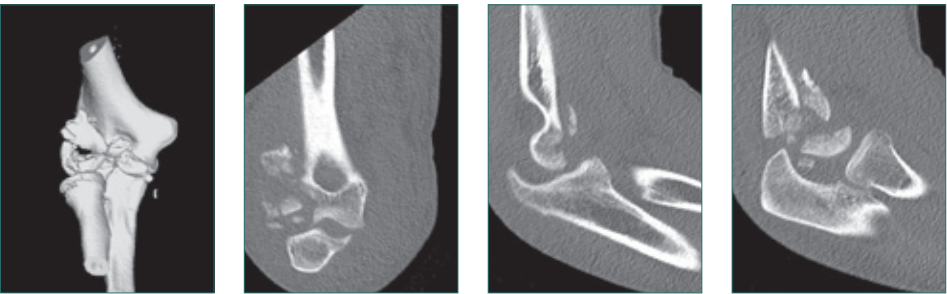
a-d CT der gleichen Fraktur mit dadurch sichtbarem Ausmaß der Verletzungsschwere
